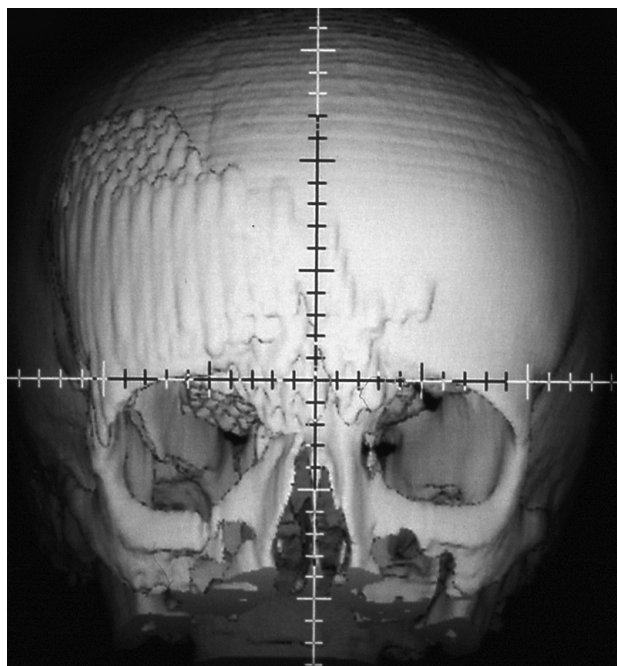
Рентгенограмма больной Д., 19 лет, после лечения: выполнена репозиция фрагментов правой половины лобной кости, свода глазницы и скуловой кости, реконструкция свода глазницы, верхнеглазничного края и глабеллы эндопротезом из титана, закрытие дефекта лобной кости и ситовидной пластинки расщепленным ауто трансплантатом с внутренней кортикальной пластинки теменной кости
